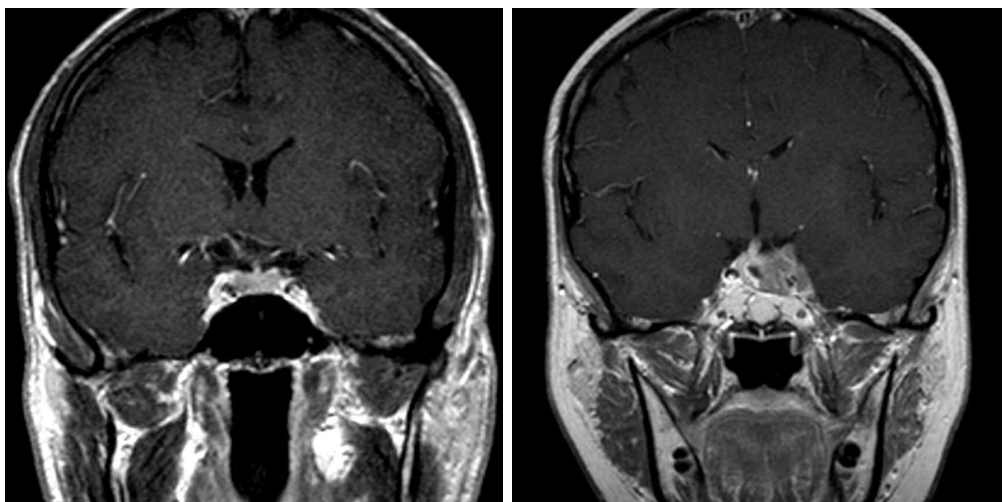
MRT eines Mikroprolaktinoms (links) und eines Makroprolaktinoms (rechts)
